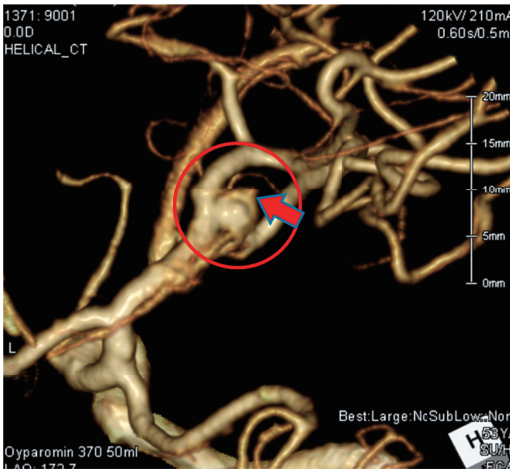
a: 症例2の術前の3D CT Angiography. 右中大脳動脈分岐部に長径5.7mmの脳動脈瘤があり、瘤頂部にブレブ(赤矢印)が認められる。瘤頸部が分岐部に跨る形で血管周径の2/3をしめる。
